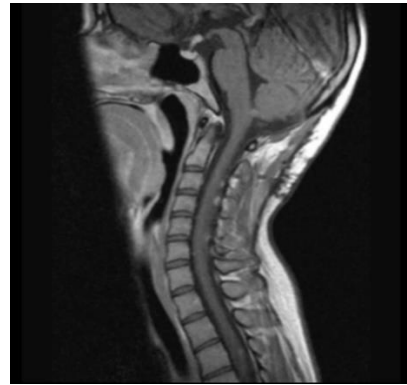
RM con contraste mostrando los nódulos en la médula correspondiendo a hemangioblastomas.
